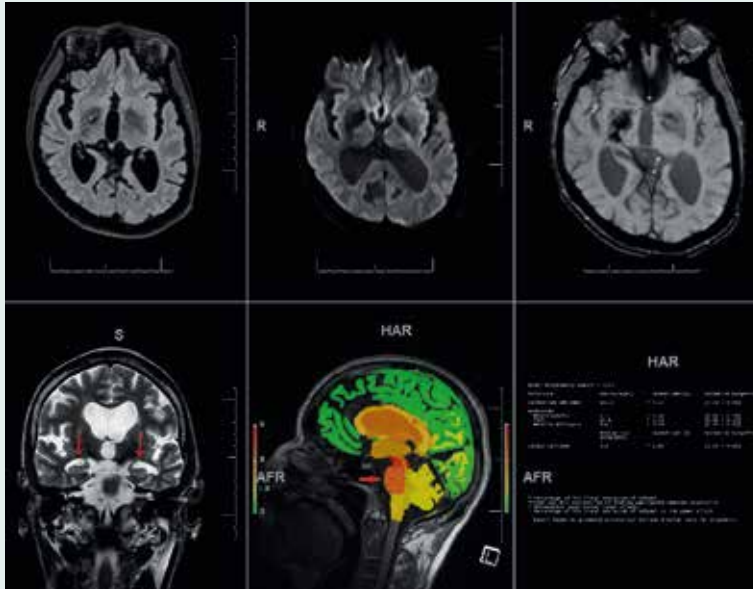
Residuen nach hämorrhagisch transformierter Stammganglienschämie rechts mit Signalabsenkungen in T2/FLAIR, DWI und SWI (oben von links nach rechts). Mäßige bis deutliche mesiotemporale Atrophie (MTA) beidseits, MTA 2 bis 3 nach Scheltens, subjektiv links betont (unten links). MR-morphometrisch objektivierbare Atrophien von Mittelhirn, Pons, Medulla oblongata, Kleinhirn und Balken (unten mittig [Farbkarte, Pfeil], unten rechts [Messwerte tabellarisch])
